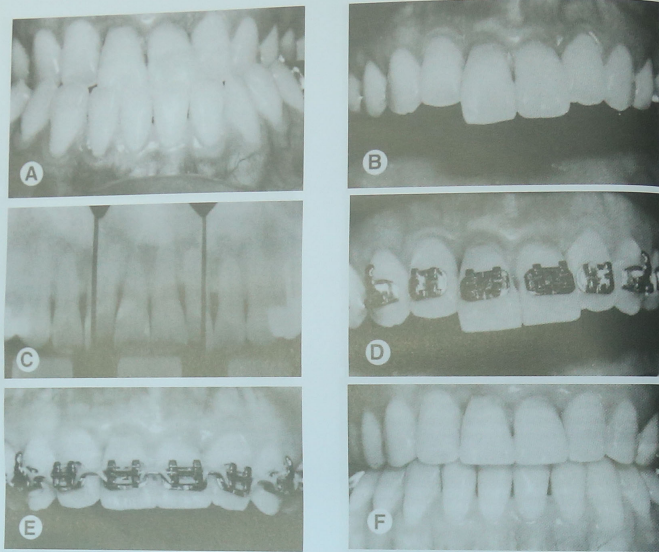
Antes del tratamiento ortodóncico, este paciente presentaba una maloclusión de clase III importante (A). Los incisivos maxilares habían sobresalido en relación al plano oclusal. La radiografía periapical pretratamiento (B) mostraba que se había producido una pérdida ósea significativa. Para evitar crear un defecto periodontal vertical al intruir los incisivos centrales, los brackets se colocaron para mantener la altura de hueso (D). Los bordes incisales de los centrales se tallaron (E) y se terminó el tratamiento ortodóncico sin intruir los incisivos (F).
